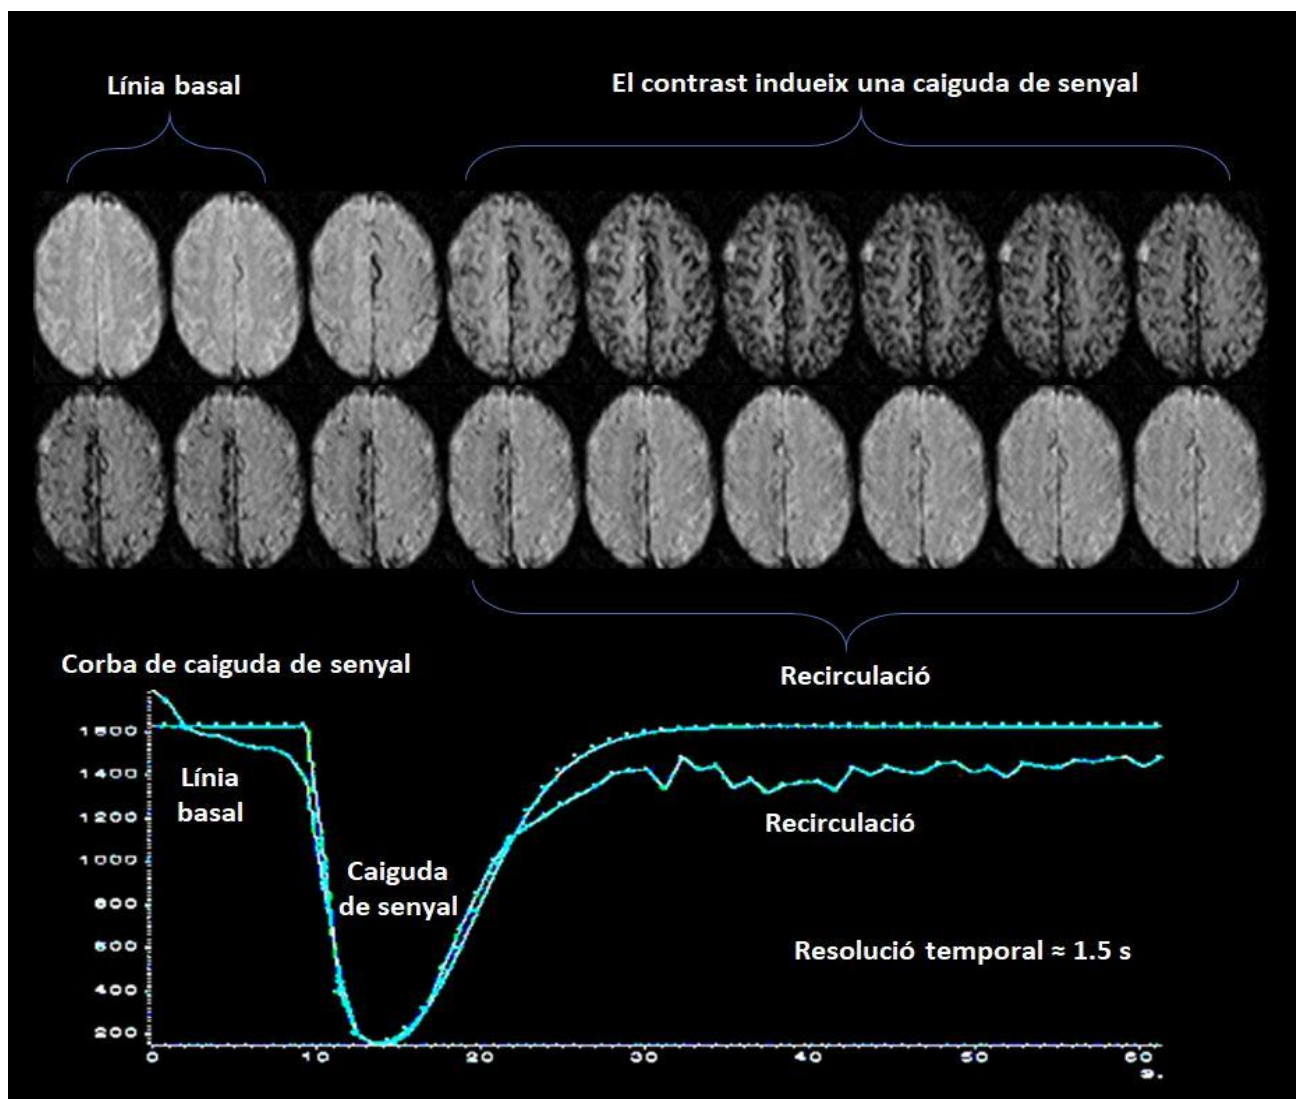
Estudi de PWI amb tècnica DSC-RM. Es basa en la administració de Gd mitjançant un bolus ràpid i posterior adquisició de múltiples imatges amb seqüències potenciades en T2*. Tal i com s'indica, en aquest exemple la resolució temporal és de 1,5 segons (*Elaboració pròpia*).
